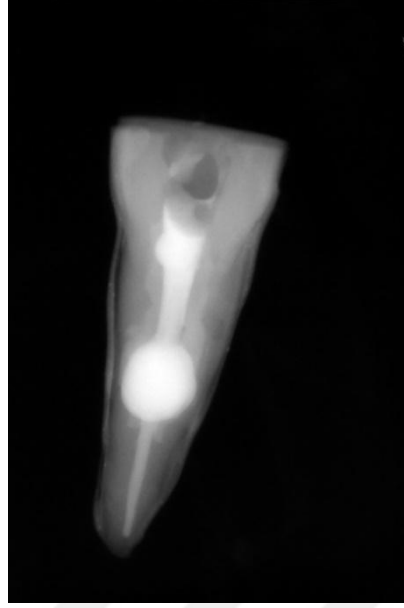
Biodentine ile doldurulmuş rezorpsiyon kavitesinin radyografisi
